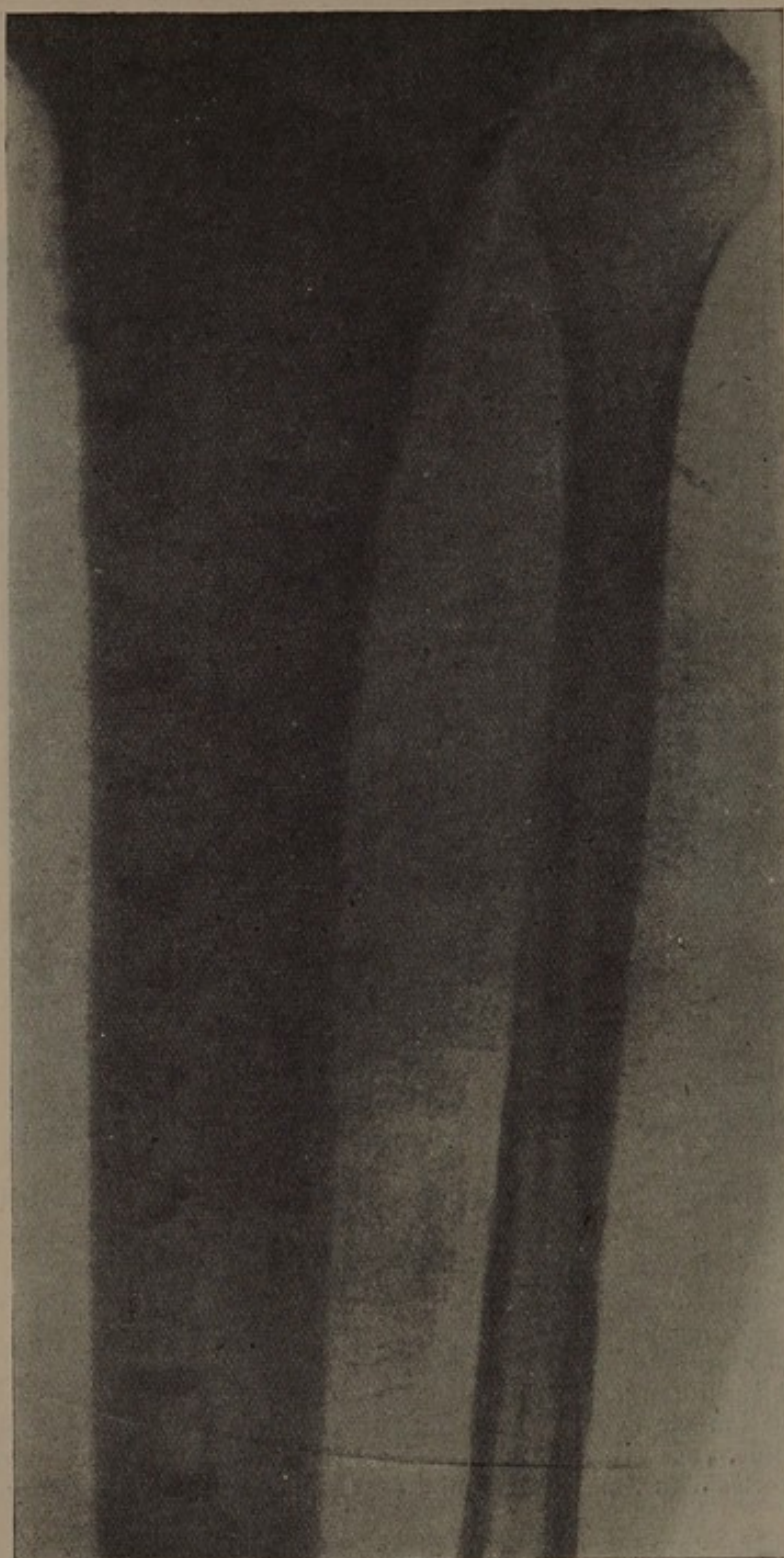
Armand G. Radiographie de la jambe gauche, cinq jours après l'opération.
